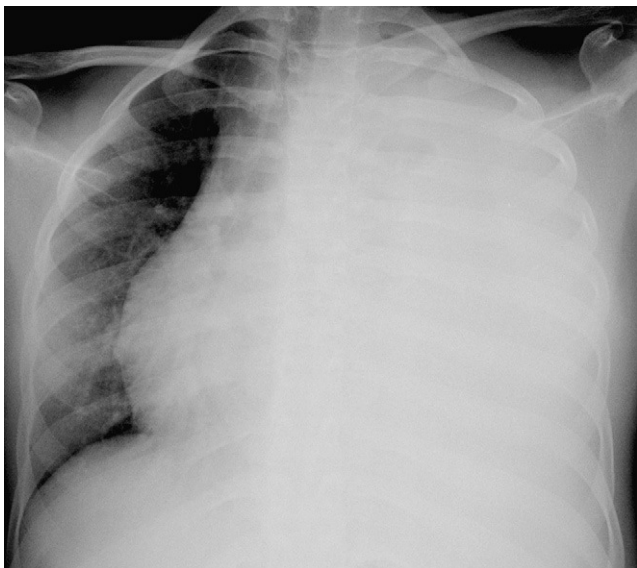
Radiografía de tórax. Se observa una opacificación completa del hemitórax izquierdo por derrame pleural masivo que produce desplazamiento mediastínico contralateral.
